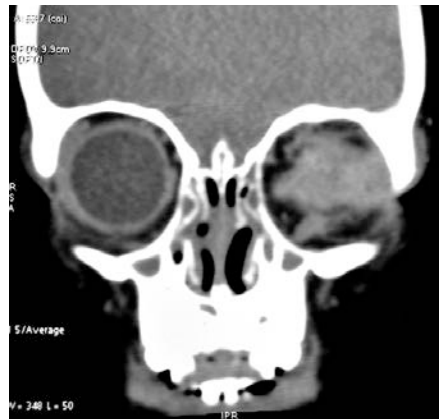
Scan CT de um tumor a espalhar-se para fora do olho e envolvendo a órbita
